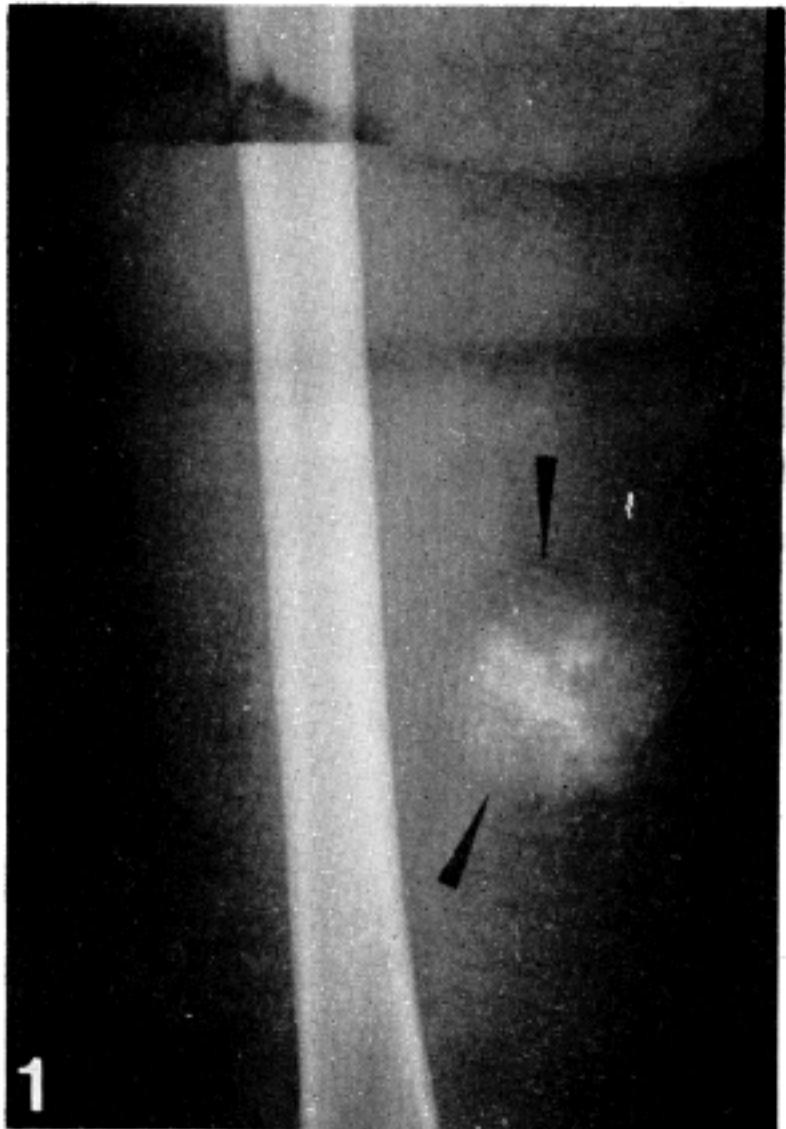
Roentgenography of right thigh showing an opaque mass shadow with areas of calcification, apart from the adjacent bone.
